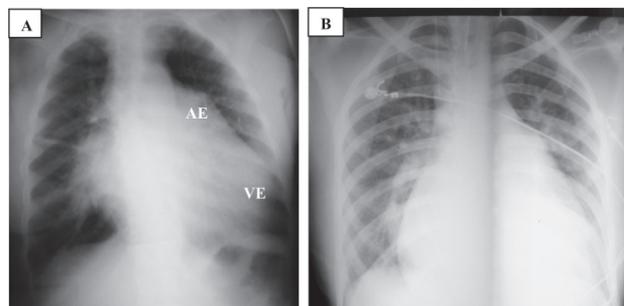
Radiografia de tórax em AP mostrando em A aumento de átrio e ventrículo esquerdos, e em B aumento difuso de câmaras cardíacas. AE - átrio esquerdo; VE - ventrículo esquerdo.
